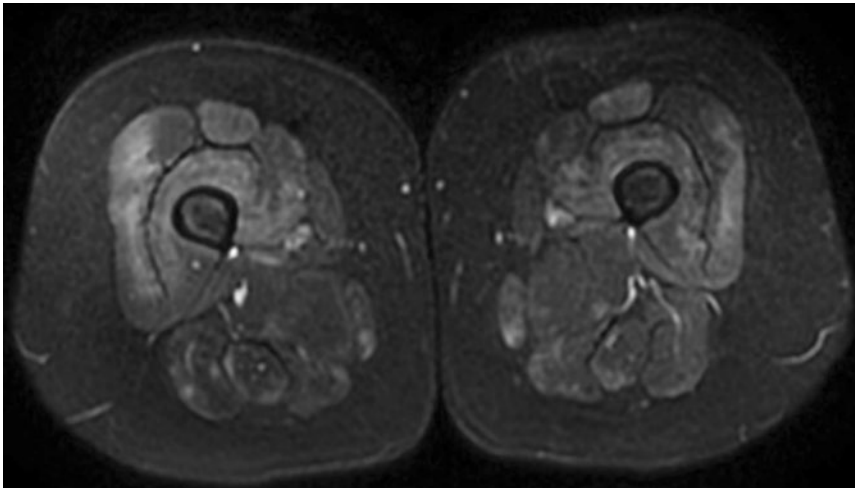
▲ MRT-Befund bei Dermatomyositis mit T2-Wichtung: Muskelödem (weißes Signal) der ventralen und dorsalen Oberschenkelmuskulatur bei einer Patientin mit Dermatomyositis
